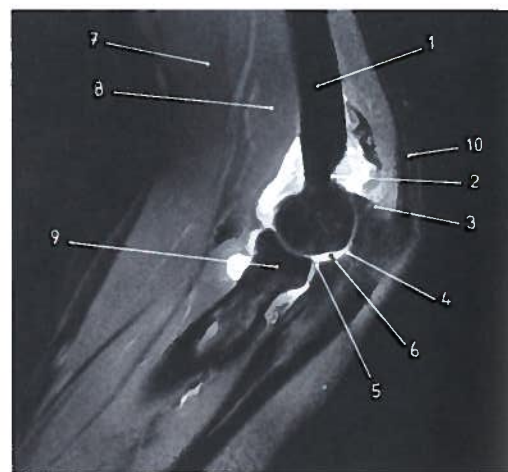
Corte sagital do cotovelo em RM, sendo de notar a existência de derrame articular (hipersinal) com preenchimento das bolsas sinoviais (patológico)
